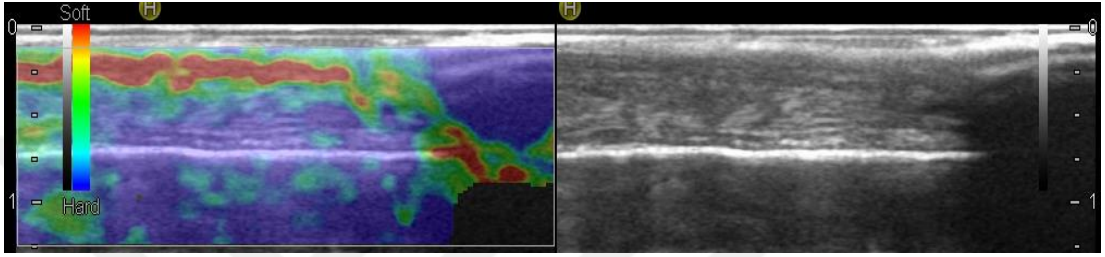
Kontrol grubunun aşil tendonu a) 1.Ay ve b) 2.Ay elastosonografik görüntüsü.
